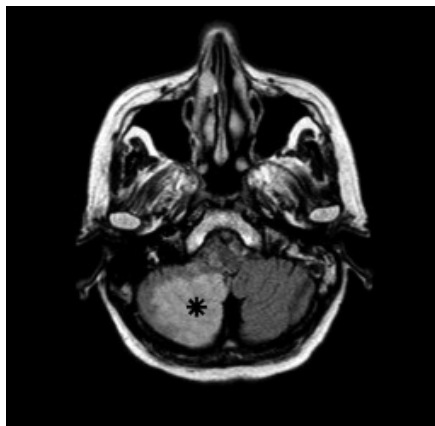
Ishemična možganska kap; sindrom bazilarne arterije (*arteria basilaris*, AB). 85-letni pacient je zbolel z nihajočo nevrolško simptomatiko; motnjo govora, tetraparezo ter motnjo zavesti. Stanje je nihalo ter se postopoma slabšalo. Bolnik je bil somnolenten, na bolečinski dražljaj je odprl oči. Produkcije govora ni bilo. Leva zenica je bila širša kot desna, prisoten je bil grob nistagmus, ki se je spreminjal ob smeri pogleda. Na CT-angiografiji je vidna okluzija srednjega dela AB; vse žile zadnje cirkulacije se polnijo preko kolateral.
